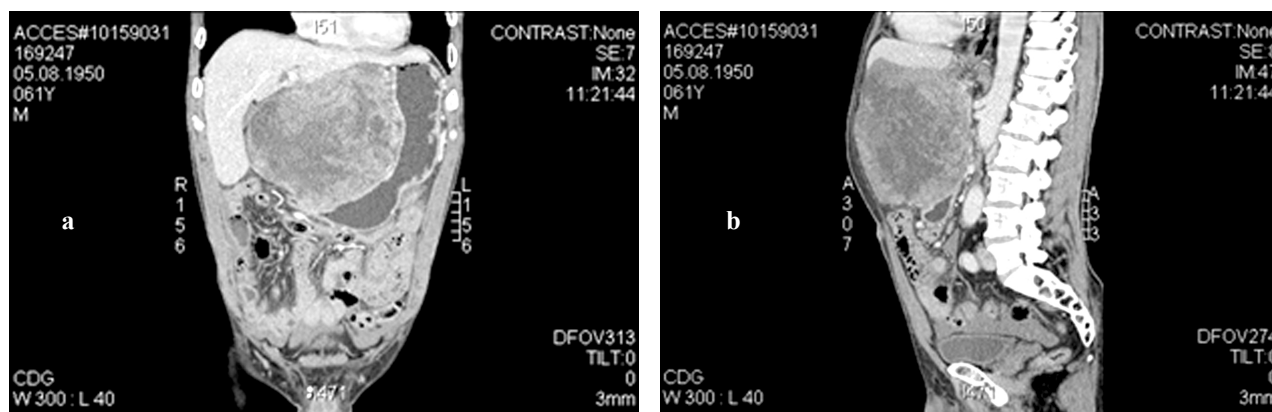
(a, b) Tomografie computerizată: formațiune solidă cu component chistic 16×12×14 cm, cu acumularea neomogenă a substanței de contrast. (*)
